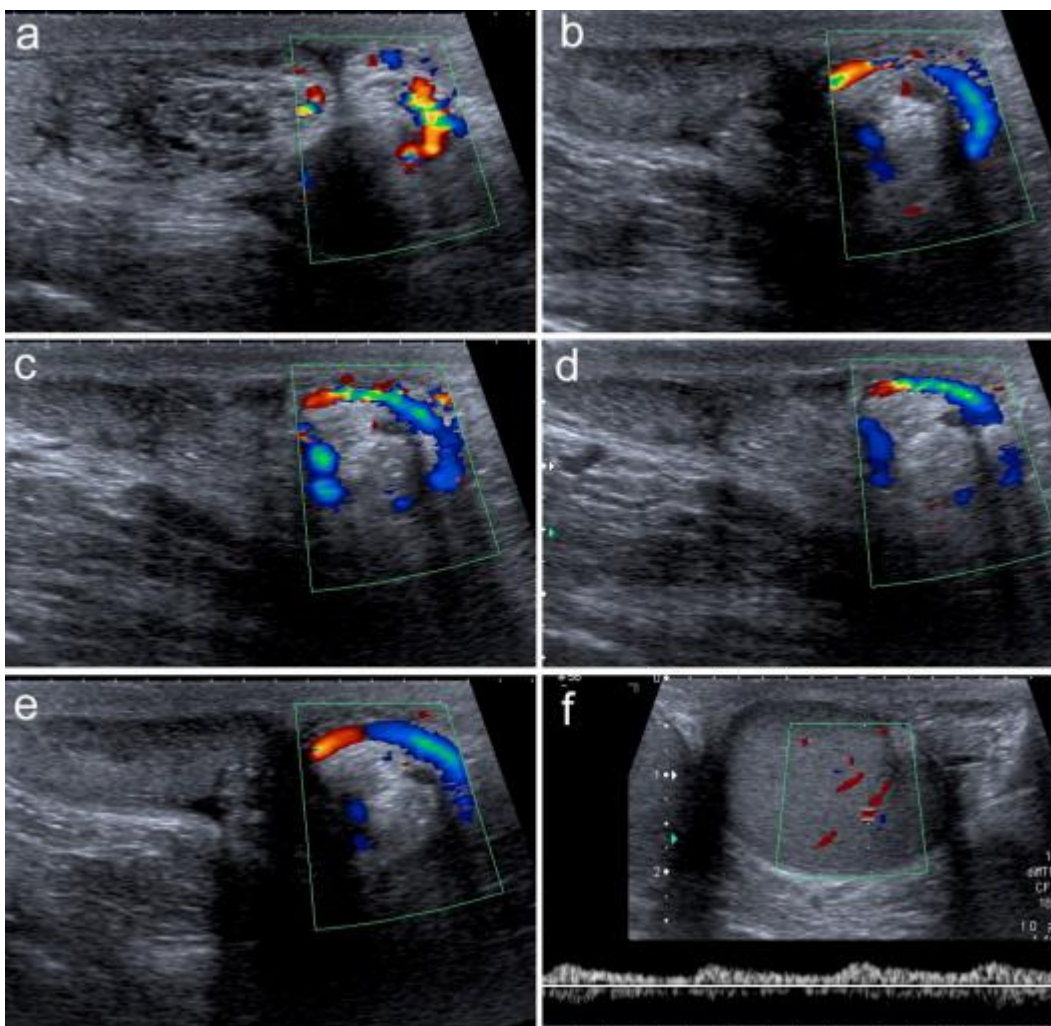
(d'après ⁽⁶⁴⁾) : Douleur testiculaire gauche. L'échographie-doppler met en évidence une spire du cordon avec *whirlpool sign* (a, b, c, d, e). Le testicule est encore vascularisé au doppler (f). Le diagnostic de torsion du cordon incomplète est posé et sera confirmé par chirurgie.
